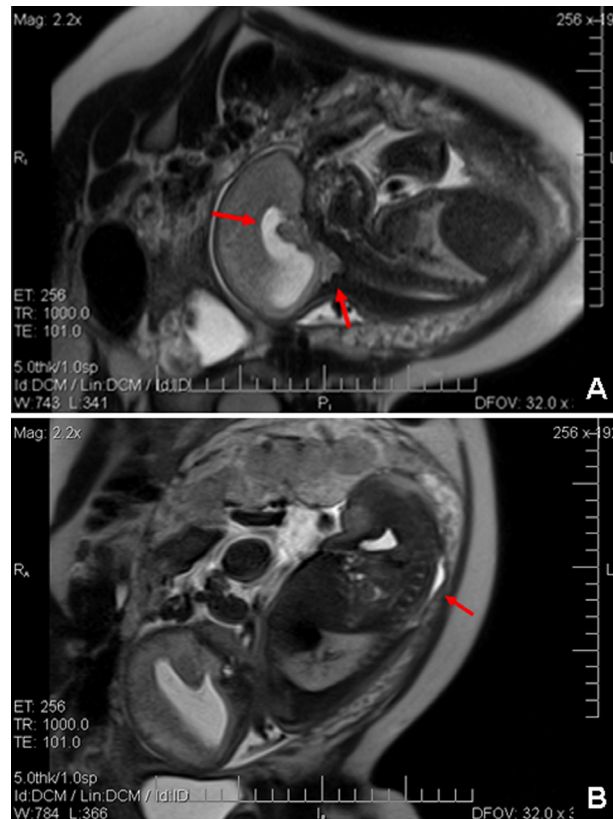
Ressonância magnética fetal evidenciando a ectasia dos ventrículos laterais e a herniação das tonsilas cerebelares para o canal vertebral (Chiari do tipo II) (A) e o defeito de fechamento do tubo neural (raquisquisse) (B).
